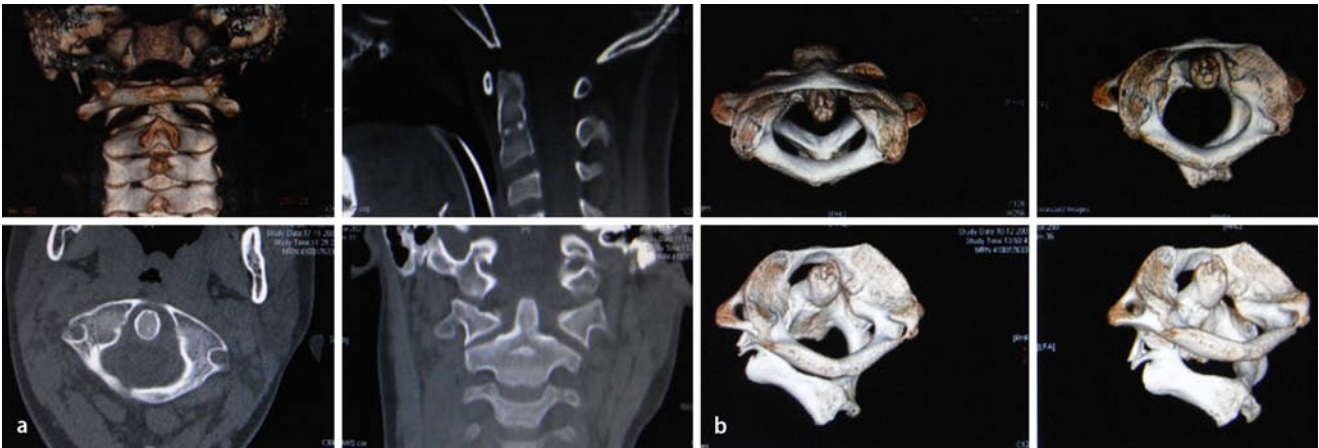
▲ a,b Kontroll-CT nach Reposition. Gutes Repositionsergebnis
